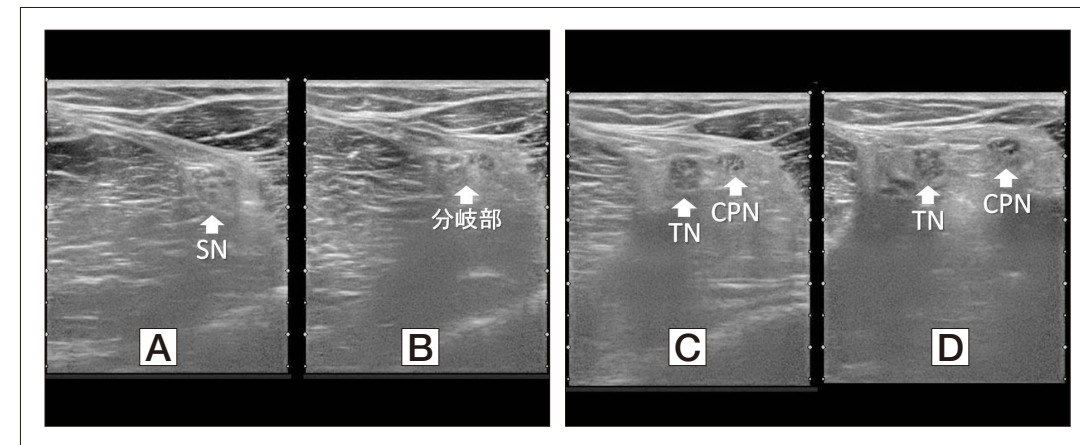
脛骨神経、総腓骨神経分岐部の超音波画像（A→D）
